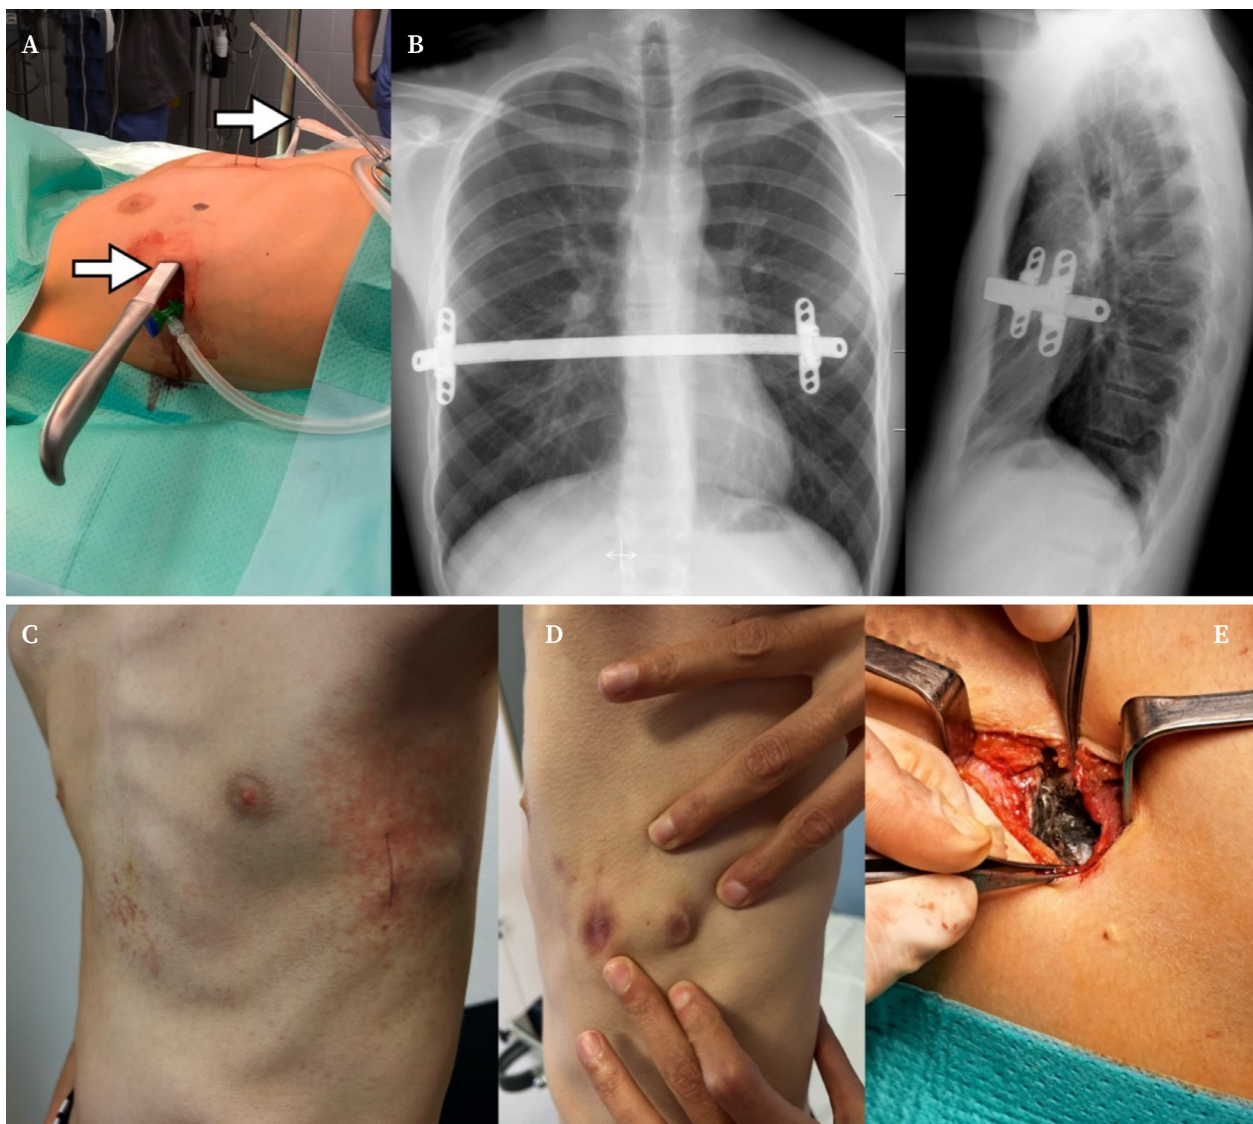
A. Punto de entrada y salida (flechas) del *pectus introducer* o “sable” de disección retroesternal a través del mediastino anterior; en este trayecto se alojará posteriormente la barra metálica. B. Radiografía de tórax frontal y lateral con barra y estabilizadores correctamente posicionados. En el control preoperatorio antes de la retirada del material se aprecian diferentes complicaciones postoperatorias como reacciones cutáneas torácicas (C), reacción a cuerpo extraño al material implantado (D) y metalosis en los tejidos adyacentes al estabilizador de la barra (E).
